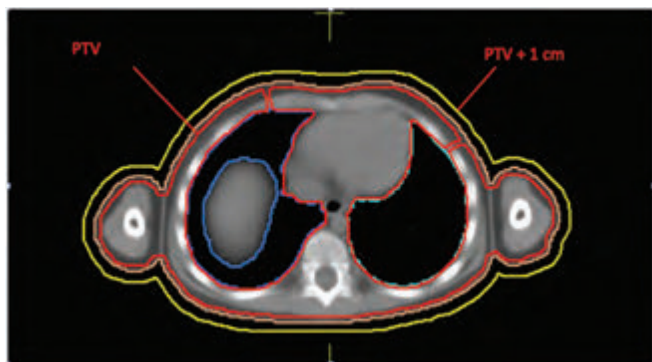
Поперечный КТ-срез с контурами PTV и структурой PTV + 1 см, выходящей за пределы тела пациента
